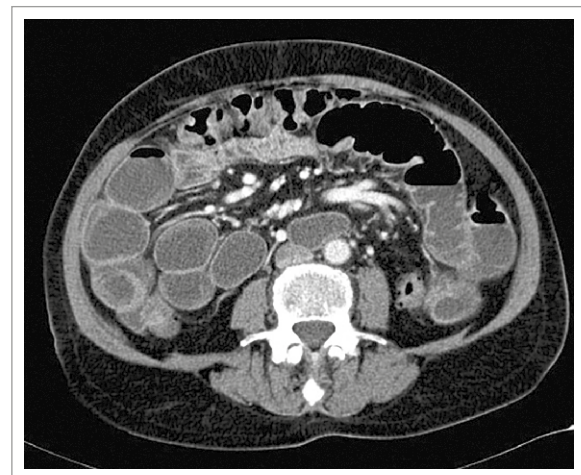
Tomografía computada de abdomen y pelvis. Nótese la dilatación patológica de asas intestinales y los niveles hidroaéreos asociados.
